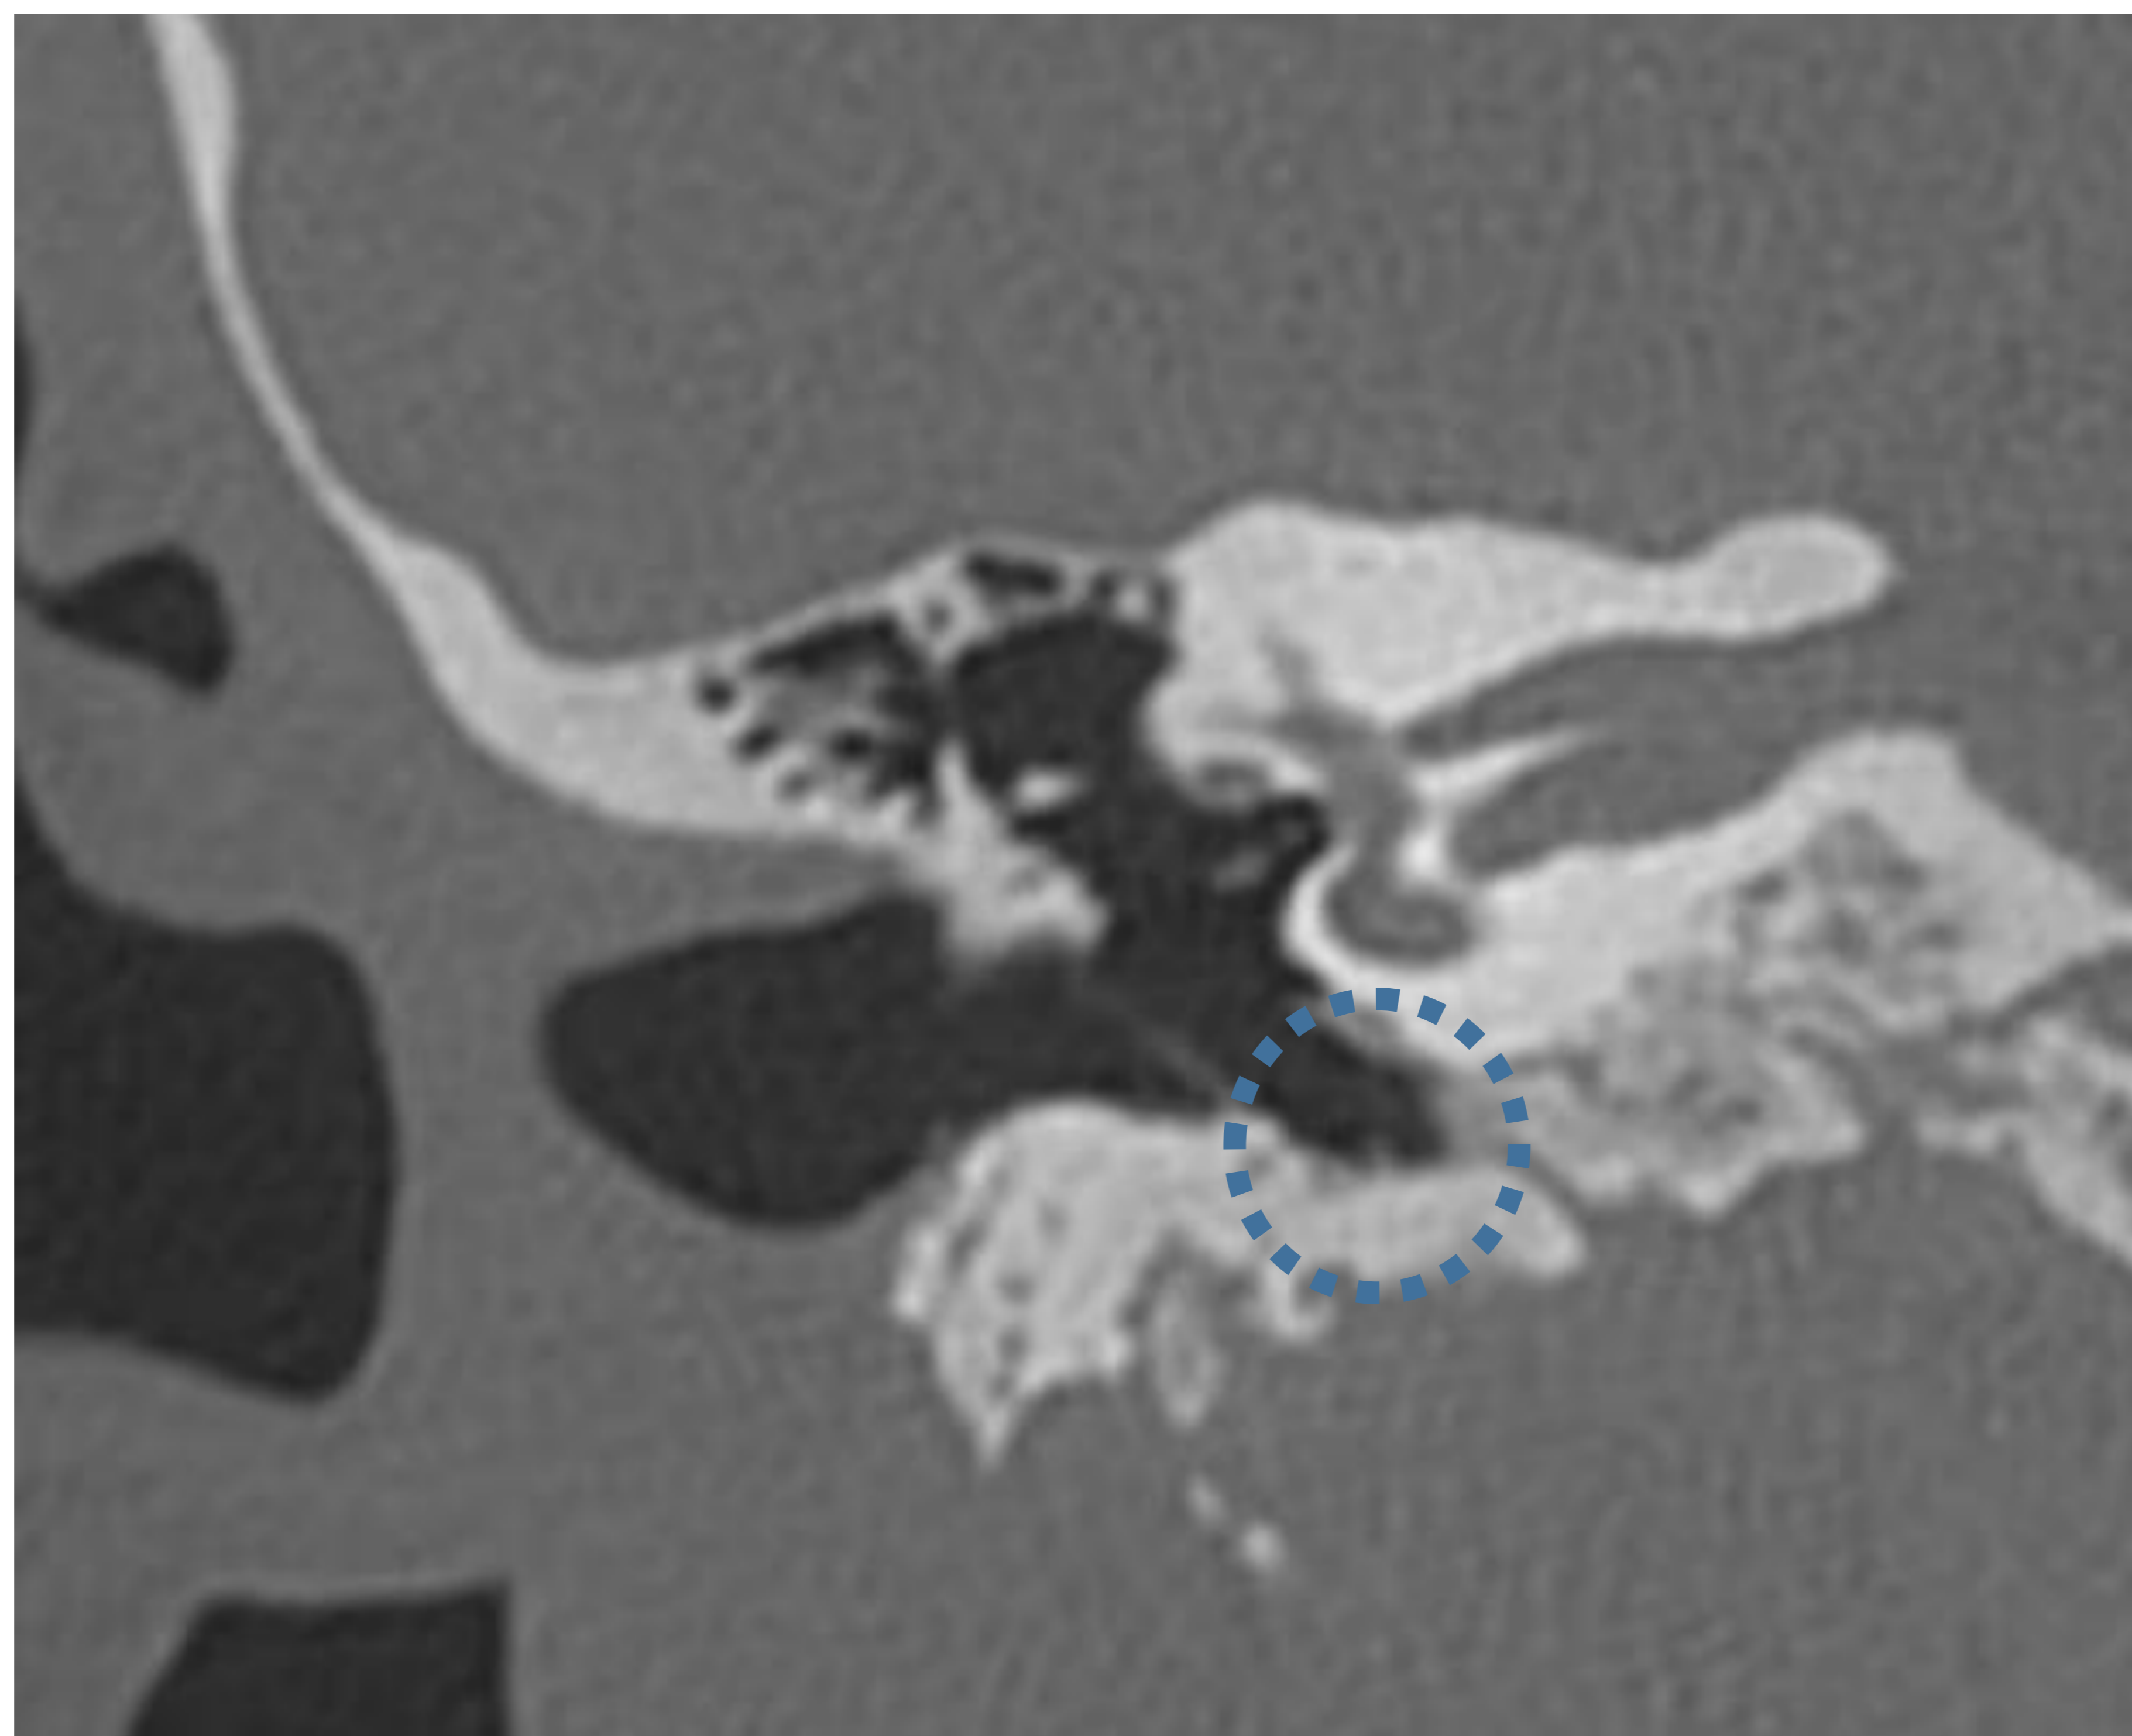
Corte coronal TC: Hipotímpano.
